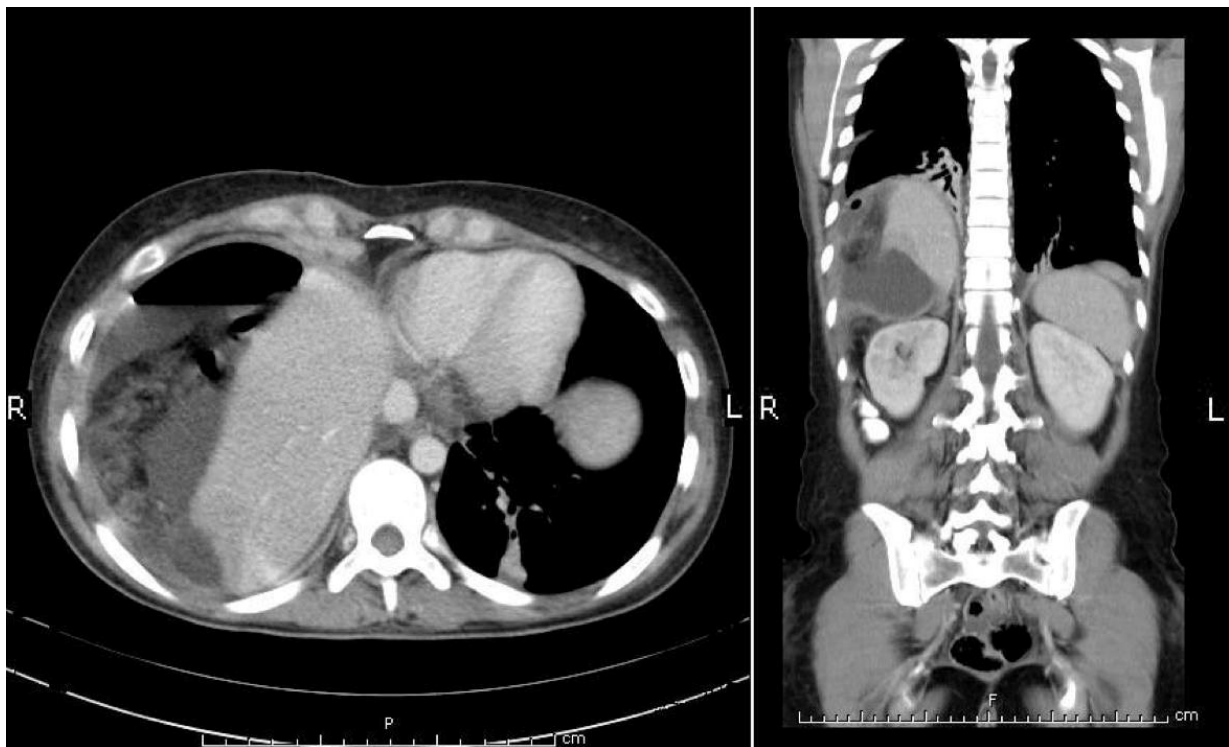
TAC de Tórax, Abdomen y Pelvis con contraste realizado 3 semanas previo a la cirugía. Se presenta hígado homogéneo de forma y tamaño conservado. Colección hidroaérea de 8 x 12cm, bien delimitada, subcapsular perihepática derecha. Hipertrofia del lóbulo izquierdo.
